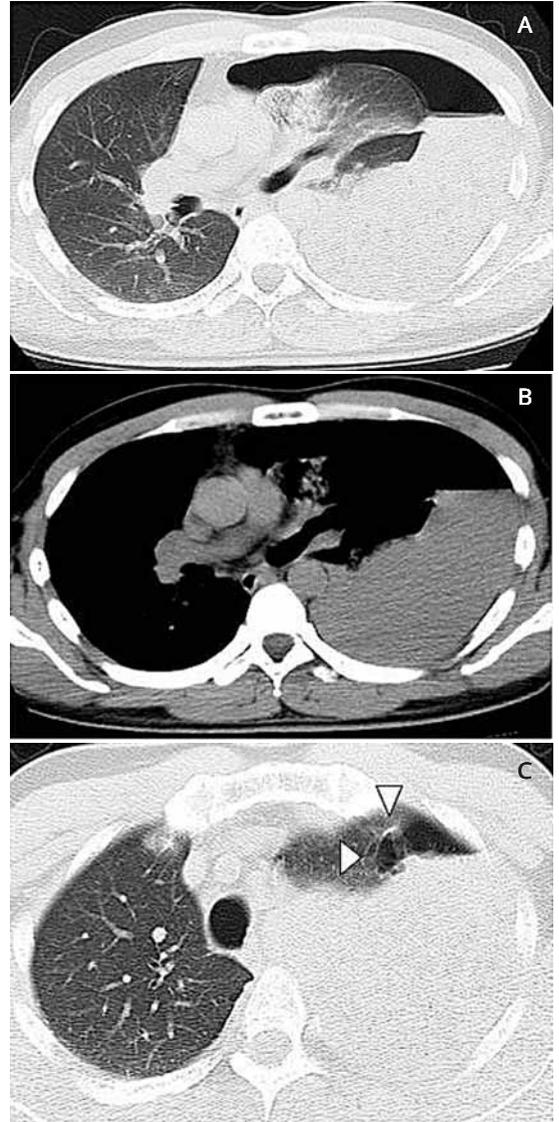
胸部単純CT所見：左胸腔にairとfluid collection（CT値：40HU）を認めた。肺尖部には責任病変と考えられるbullaも認めた（矢頭）。
